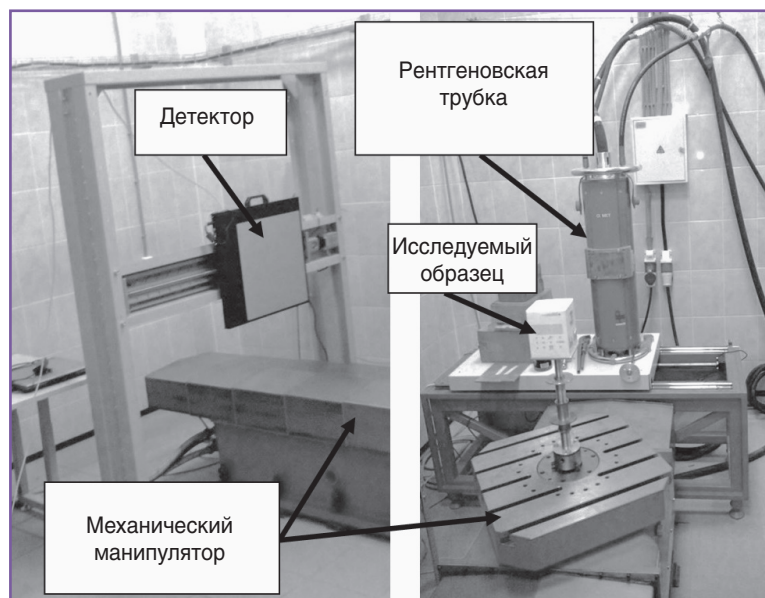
Основные компоненты установки микрокомпьютерной томографии
